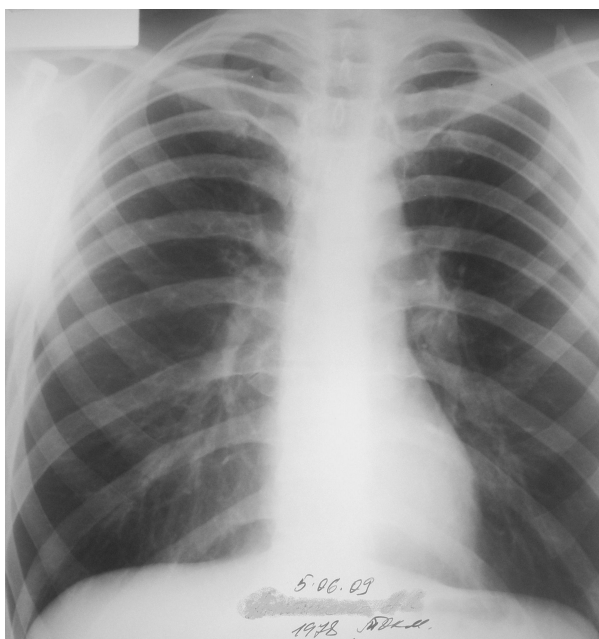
Обзорная рентгенограмма органов грудной полости от 5.06.09
